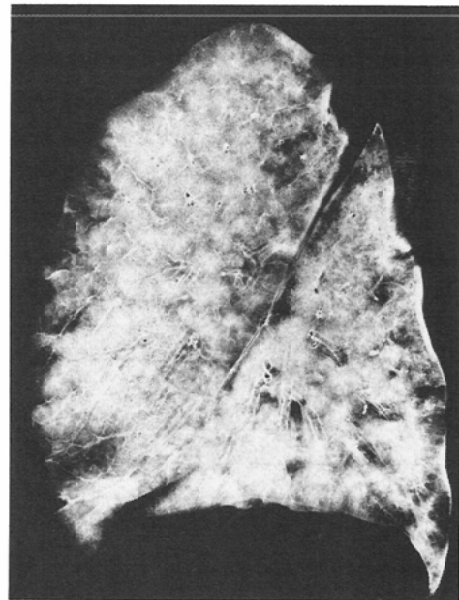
Case 1, soft X-ray photograph of fixed lung, sliced in 5mm thickness. Diffuse alveolar infiltrates are shown. Calcium deposits are not visible.
